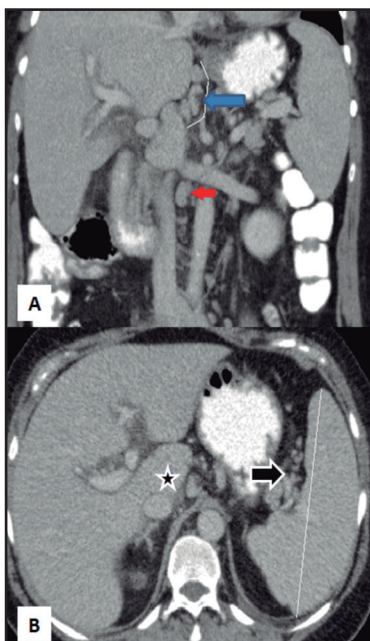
Tomografía axial computarizada abdominopélvica con contraste oral y endovenoso; se observa: A. Conglomerado ganglionar adyacente al tronco celiaco de 45 mm (flecha azul, corchete blanco), adenomegalia interaortocava de 23 mm (flecha roja) y B. Signos de hipertensión portal. Esplenomegalia (línea blanca). Circulación colateral periesplénica (flecha negra). Hipertrofia de lóbulo caudado (Estrella negra).
